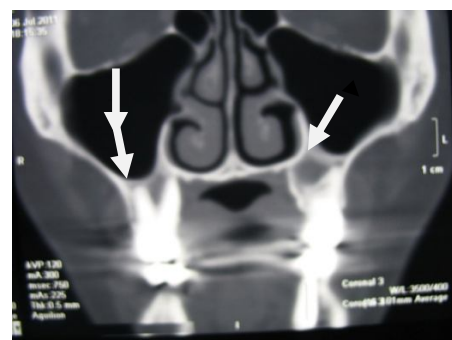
Реформат костей лицевого черепа МСКТ в коронарной проекции через 12 месяцев после электроцистэктомии.
